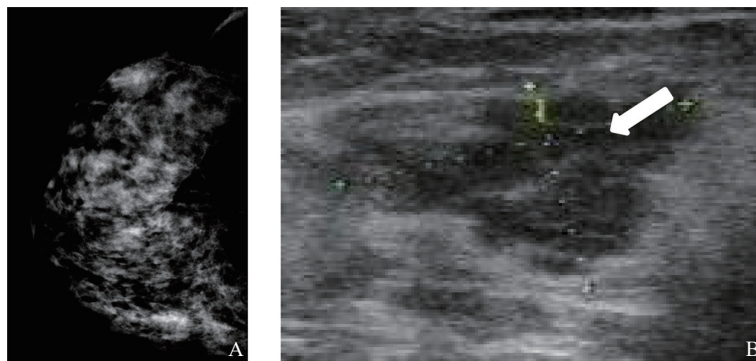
右侧乳腺癌患者的乳腺X线摄影及常规超声图像
